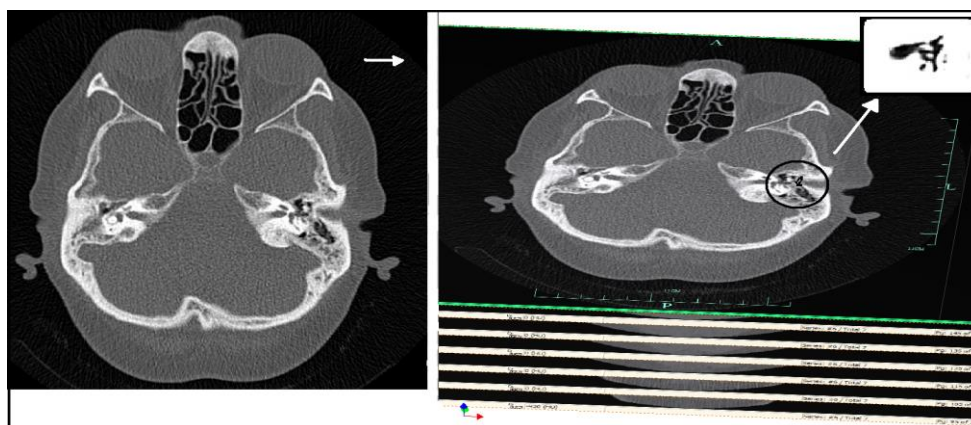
Imagens de TAC para a reconstrução do ouvido médio.
